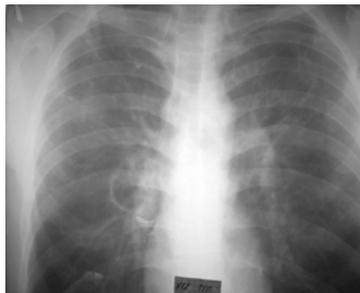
Обзорная рентгенограмма органов грудной клетки больного К., предоперационный период
